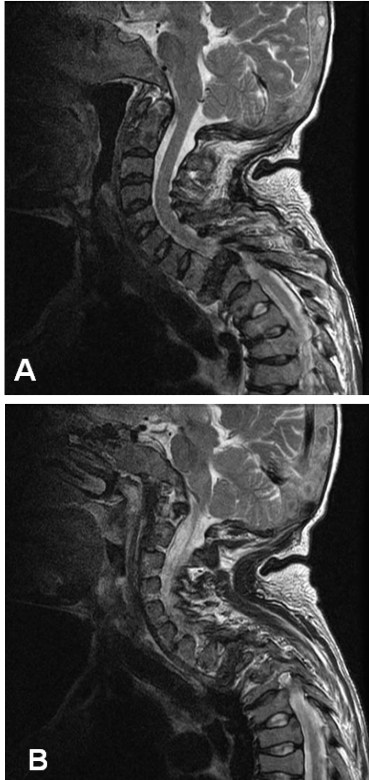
T2-weighted sagittal MRI shows a large hypointense expansile mass lesion at 2nd thoracic vertebra.
